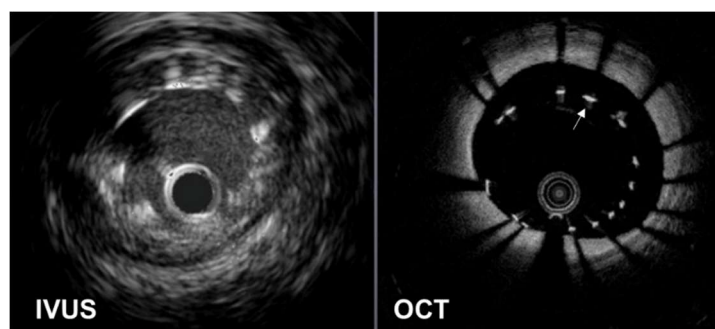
血管内超音波法(IVUS)と光干渉断層法(OCT)の比較
